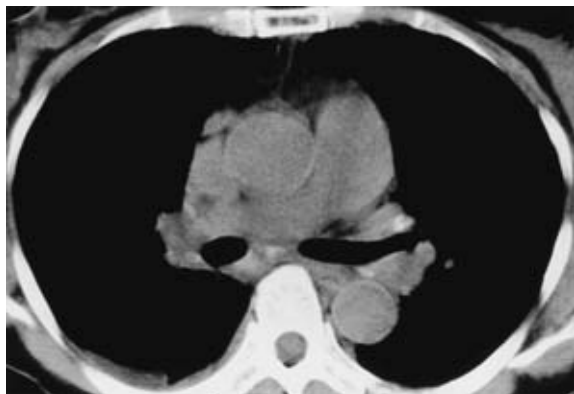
Chest CT scan on admission showed swelling of mediastinal and bilateral hilar lymphnodes.
